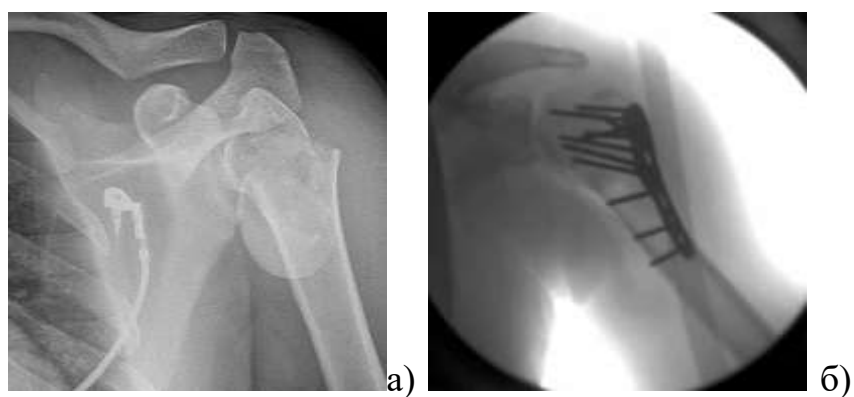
Рентгенограми хв-го М. 55 р. з переломом типу В2: а) рентгенограма в прямій проекції після травми; б) після металоостеосинтезу; в) рентгенограма в прямій проекції через 2 роки після травми.
